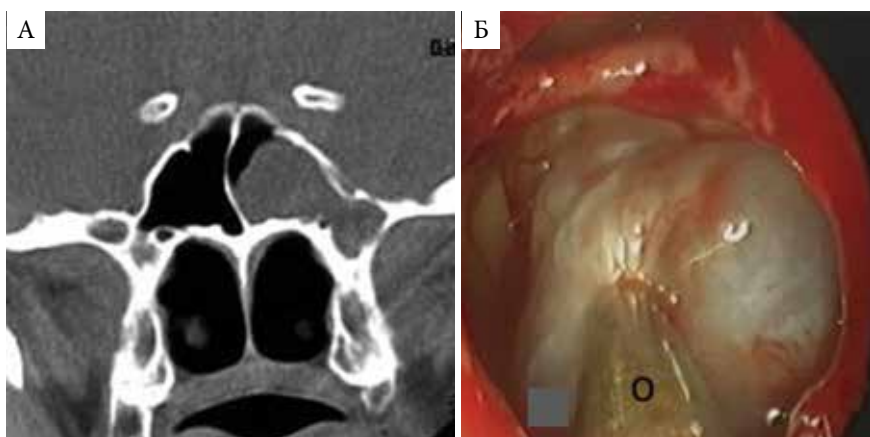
Пациент М., 21 год. Менингоэнцефалоцеле левой клиновидной пазухи: А – МСКТ; Б – интраоперационное фото, 0° эндоскоп (о – наконечник отсоса)
